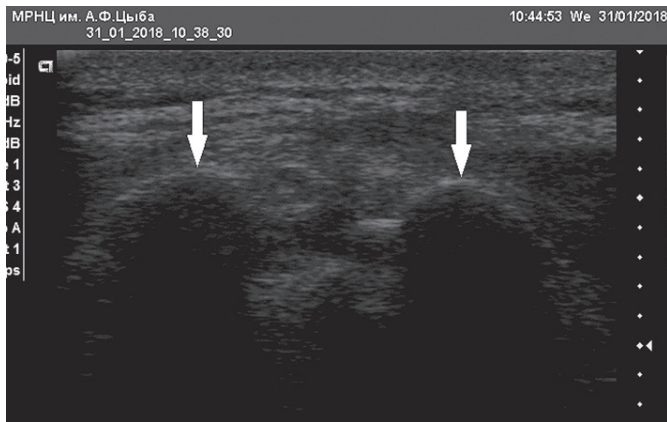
УЗИ-картина рожек крестца (отмечены стрелками) в поперечной проекции
